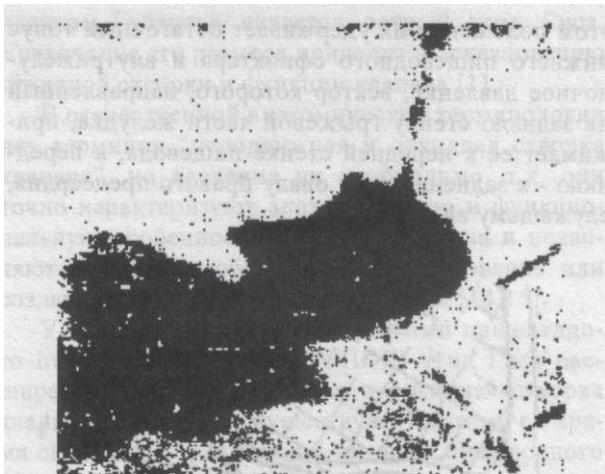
Рентгенограмма больной М. Скользящая фиксируемая кардиофундальная грыжа ПОД, контрастированная барисовой водной взвесью
